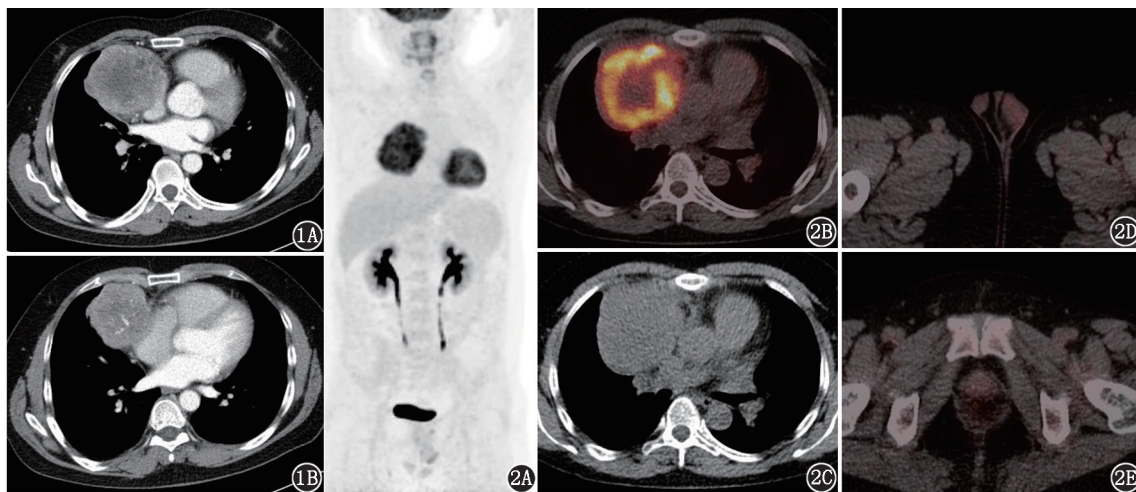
前纵隔生殖细胞肿瘤患者(男,40岁)增强CT图。右前纵隔肿物密度不均,呈不均匀明显强化 图2 同一患者<sup>18</sup>F-FDG PET/CT显像图。最大密度投影(MIP)图(图2A)、融合及断层图像(图2B,2C)示前纵隔代谢增高的肿物;盆腔融合图像(图2D,2E)示双侧睾丸体积小伴对称性的轻度生理性摄取、前列腺体积小
